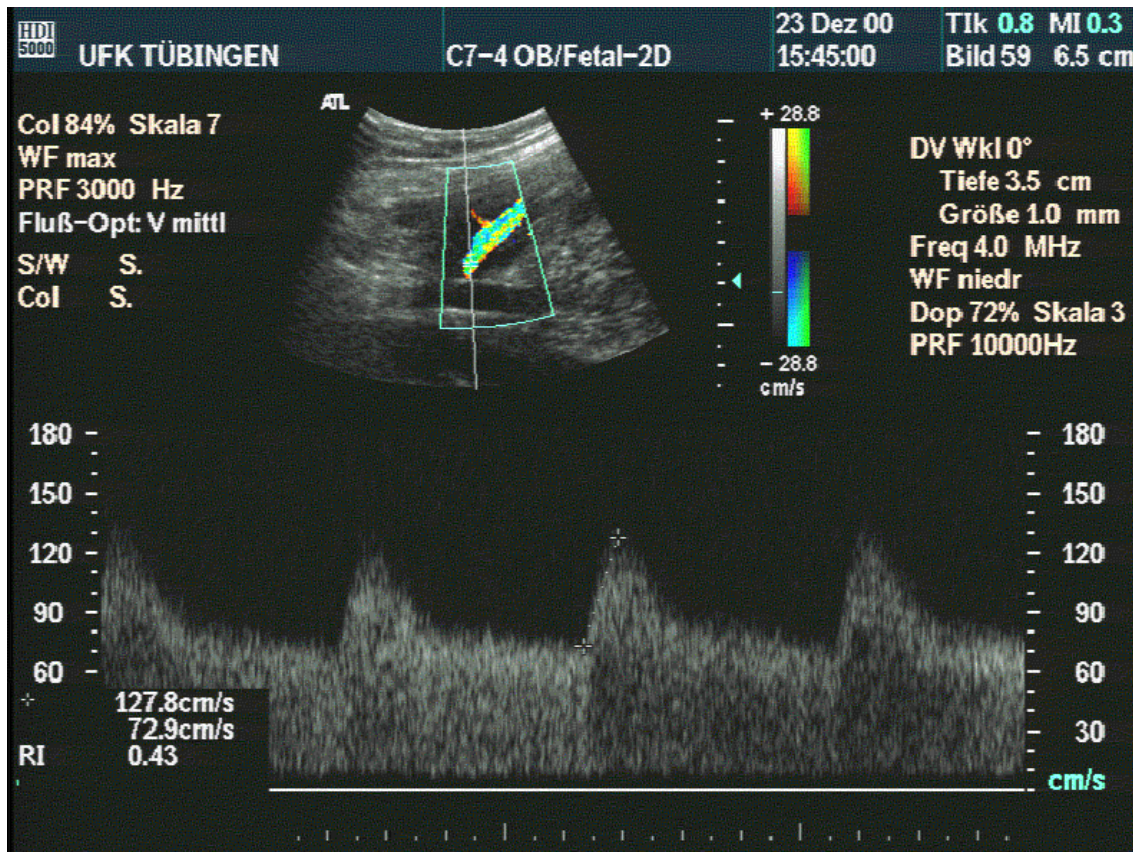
Normaler uteriner Doppler
